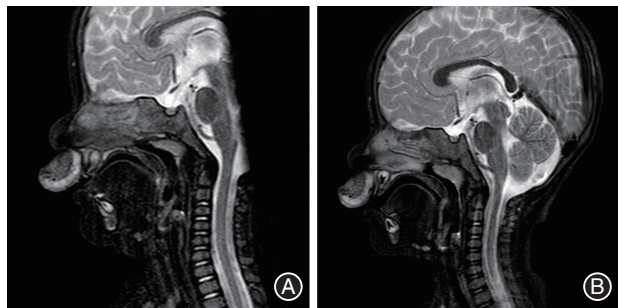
上唇微囊型淋巴管畸形(LM)患儿口服西罗莫司治疗过程磁共振成像(MRI)影像资料 A:治疗前;B:口服西罗莫司1年后。
